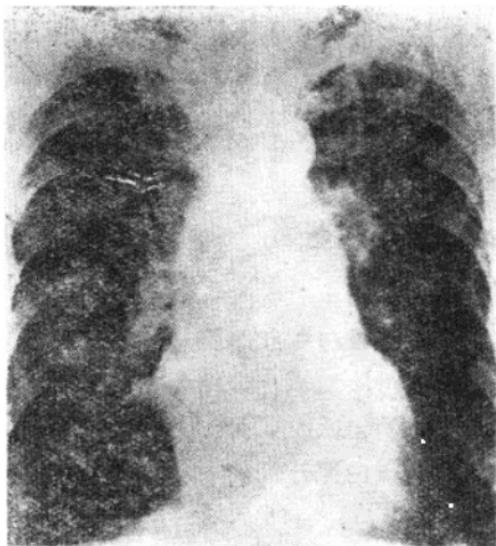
肺心病后前位X线照片：右心室增大，肺动脉段隆起，右肺下动脉加宽
